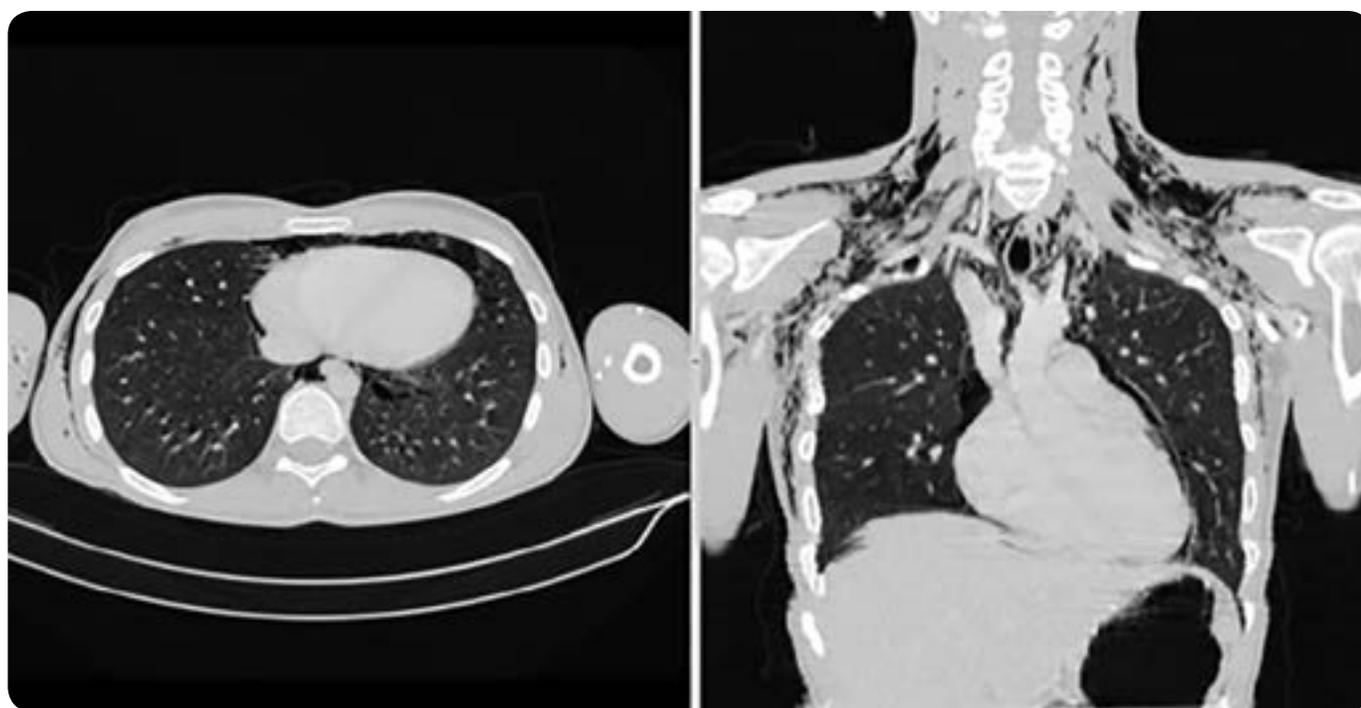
Paciente de 32 años de edad, con antecedente de consumo de marihuana y cocaína. Corte axial y coronal de TC de tórax en los que se observa el efecto Macklin, con aire que se extiende hacia el mediastino y el espacio subcutáneo cérvico-torácico.
